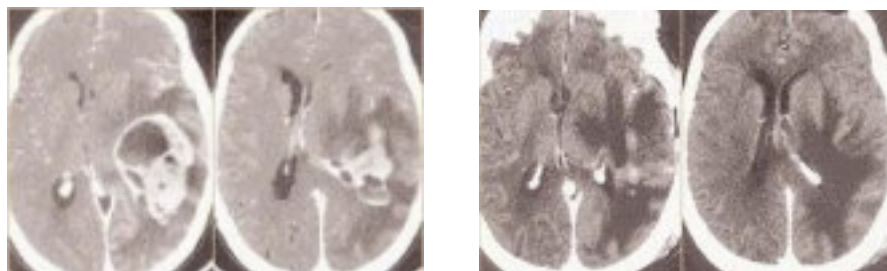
Aspect CT pre- și post - operator într-un caz de GBL temporo-parietal stâng
